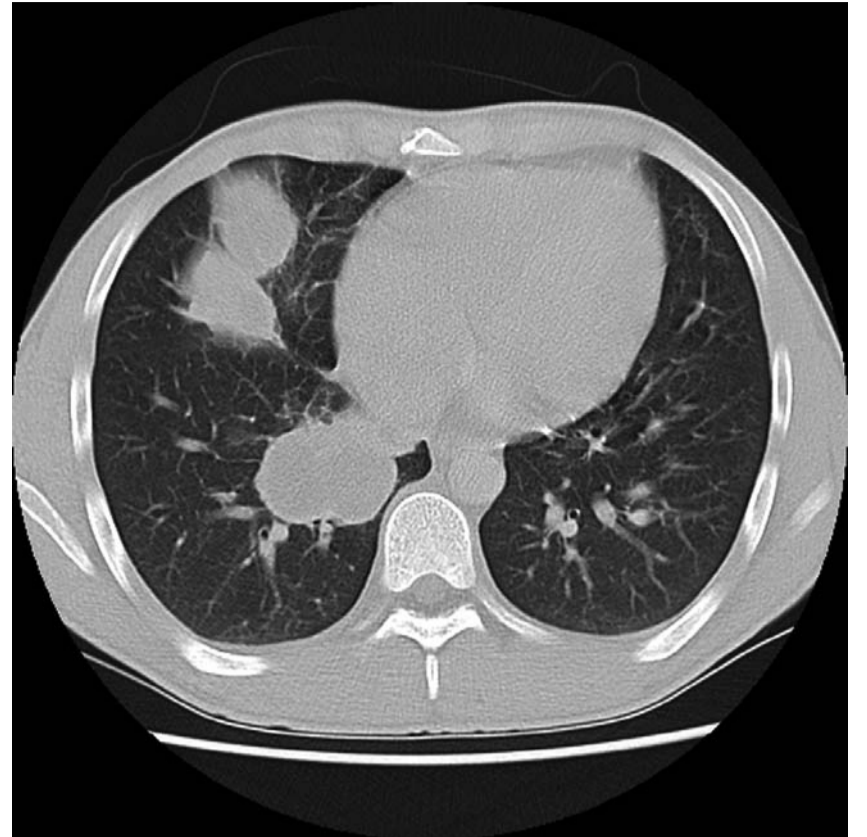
Fallbeispiel 3: Computertomographie Thorax. Milchglasartige Trübungen und retikuläre Verdichtungen im Mittellappen und geringer im posterobasalen Unterlappen rechts (vor Karenz und Steroidtherapie).
